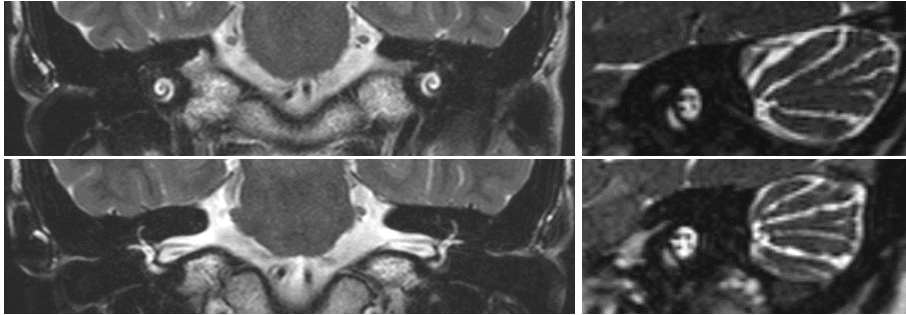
MR images. Normal cochlea and nerves of internal auditory canal are noted on both sides.
